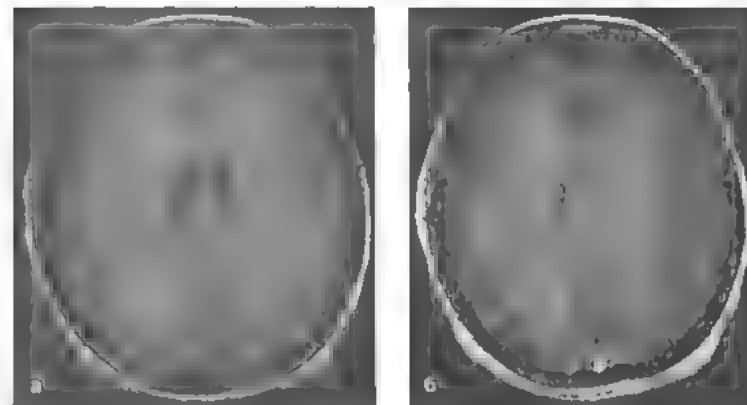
На МРТ головного мозга часть очагов накапливает контраст, что подтверждает «рассеянность во времени».
